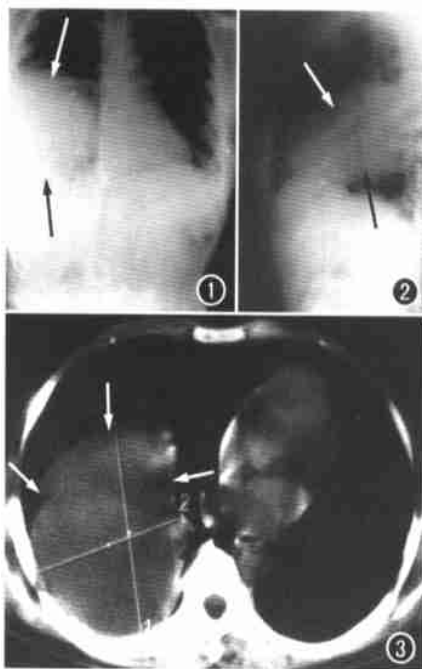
正位胸部平片示右肺中下野有一10.0 cm × 11.5 cm球形块影,边缘光滑,密度均匀(箭)。图2 侧位胸部平片示肿块呈长椭圆形,位于中下肺区(箭)。图3 CT平扫示右下肺野内11.5 cm × 8.6 cm类圆形囊性肿物,边缘光滑锐利,密度均匀(箭),肿物与胸后壁紧贴。
